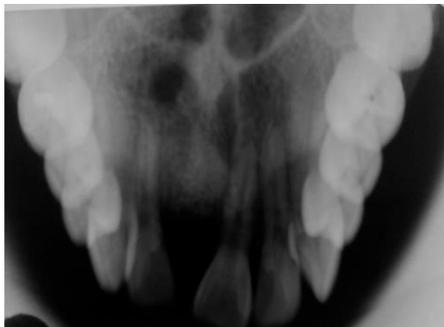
Radiografía Oclusal (fuente directa)
